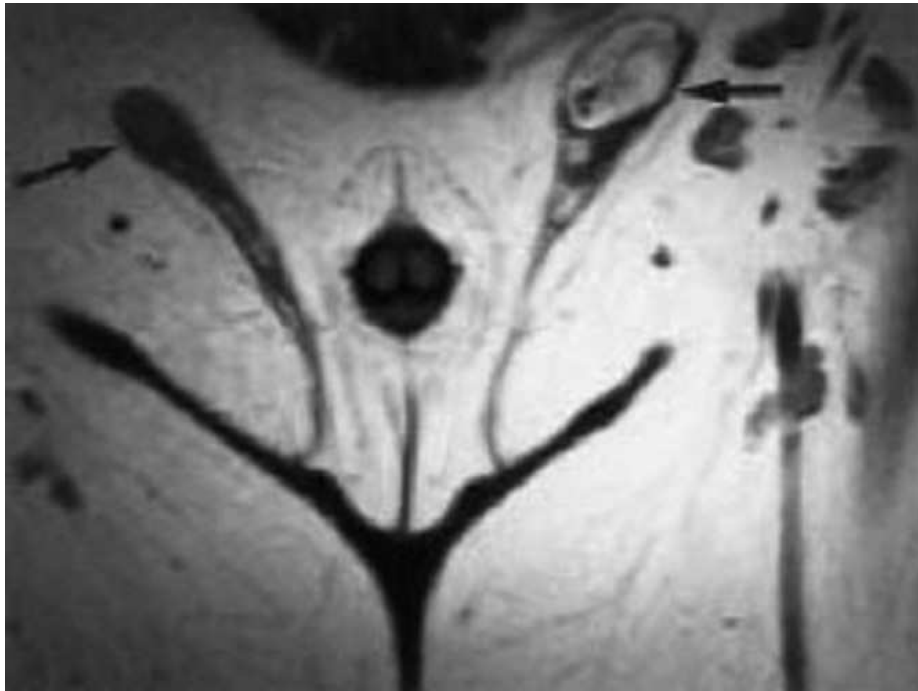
IRM pelvienne montrant des testicules intra –canaliaires bilatéraux. [44]
